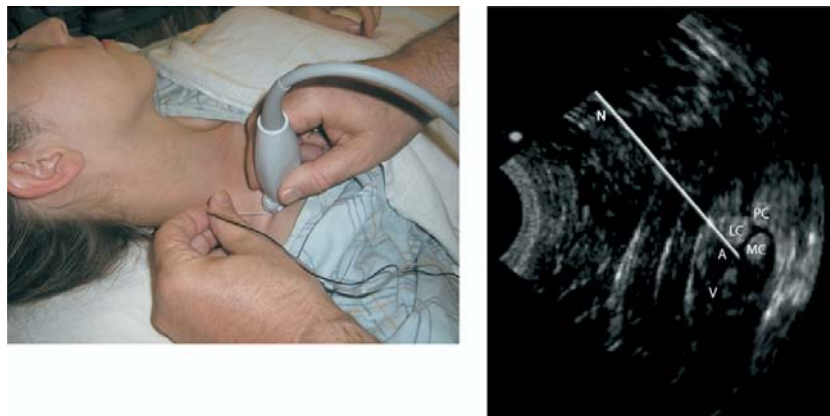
(107) échographie de bloc infraclaviculaire. (A)
